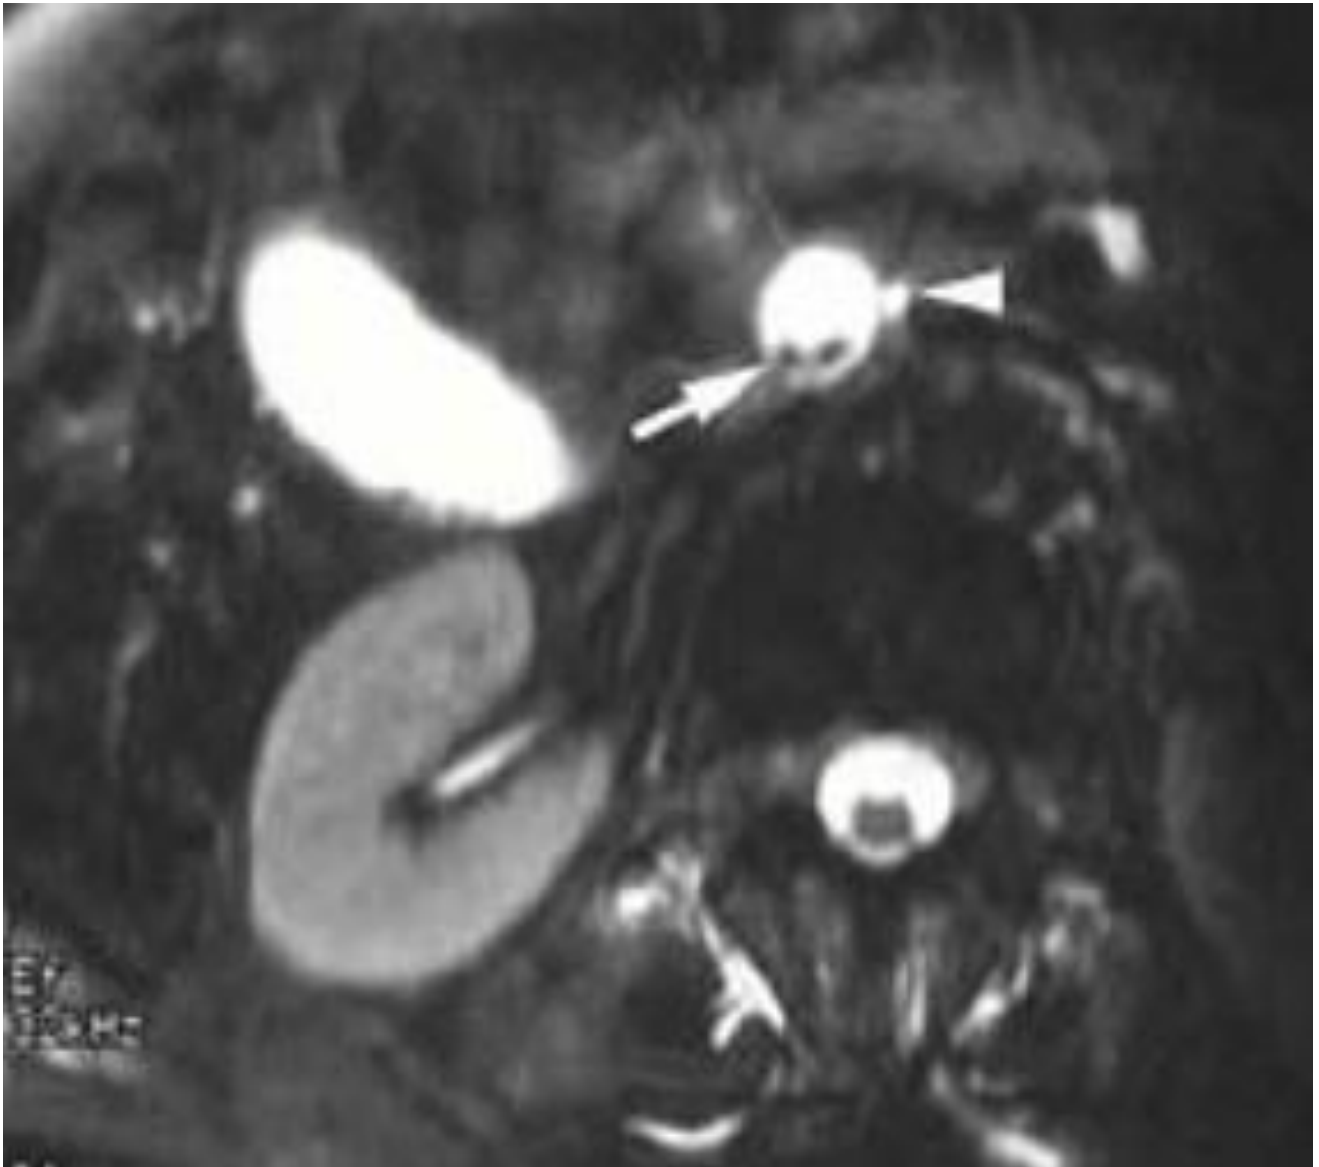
Cholangiographie par IRM : en coupes fines axiales, deux calculs (flèche) sont plus nettement individualisés dans le bas cholédoque (tête de flèche). (28)
